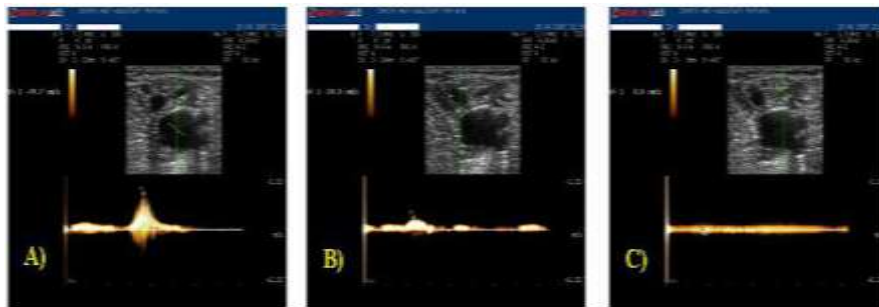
Diminution de la vitesse de R1 à R3, due principalement au transfert d'énergie réduit à partir de la contraction des muscles aux vaisseaux superficiels. Dans A le modèle Doppler est placé dans la veine fémorale(R1), Dans B dans la veine saphène (R2), et dans C dans les veines affluentes de la crosse de la GVS.
